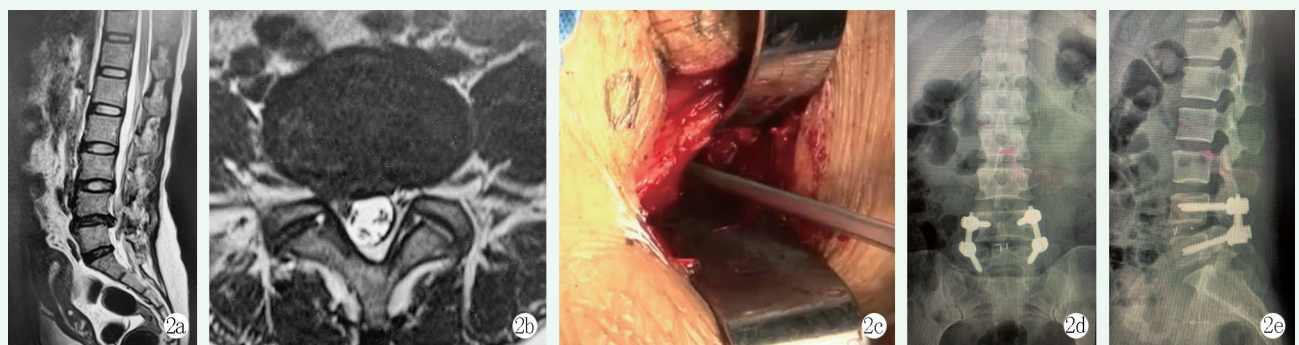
患者，男，48 岁。2a: 术前 MRI 检查显示 L_{4/5} 椎间隙狭窄，硬膜受压；2b: 术前横断位 MRI 检查显示 L_{4/5} 右侧隐窝狭窄，神经根受压；2c: 肌间入路椎间盘切除融合术，术中置入融合器；2d: 末次随访，正位 X 线片显示融合器居中，内固定无松动；2e: 末次随访侧位 X 线片显示椎间融合良好。
